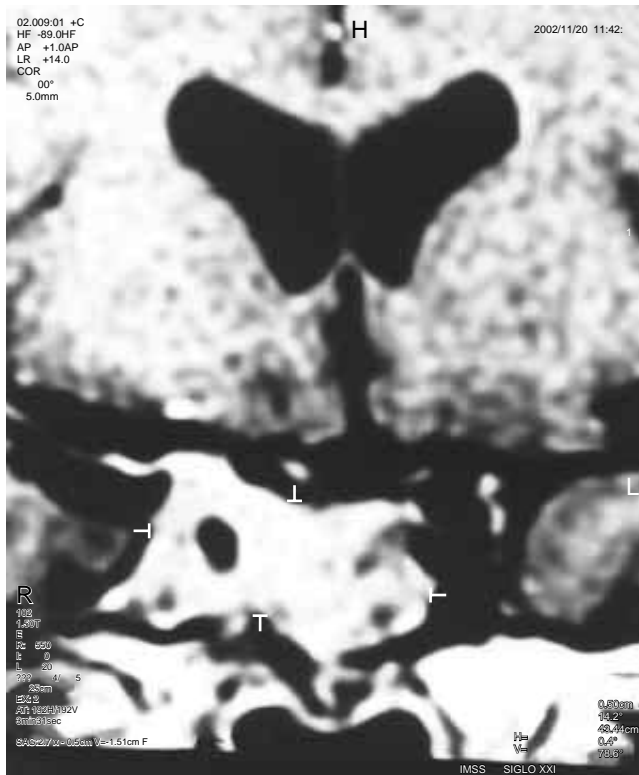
Resonancia magnética fase T1 contrastada. Corte coronal que muestra lesión en seno cavernoso del lado derecho, heterogénea, y discreto reforzamiento.
